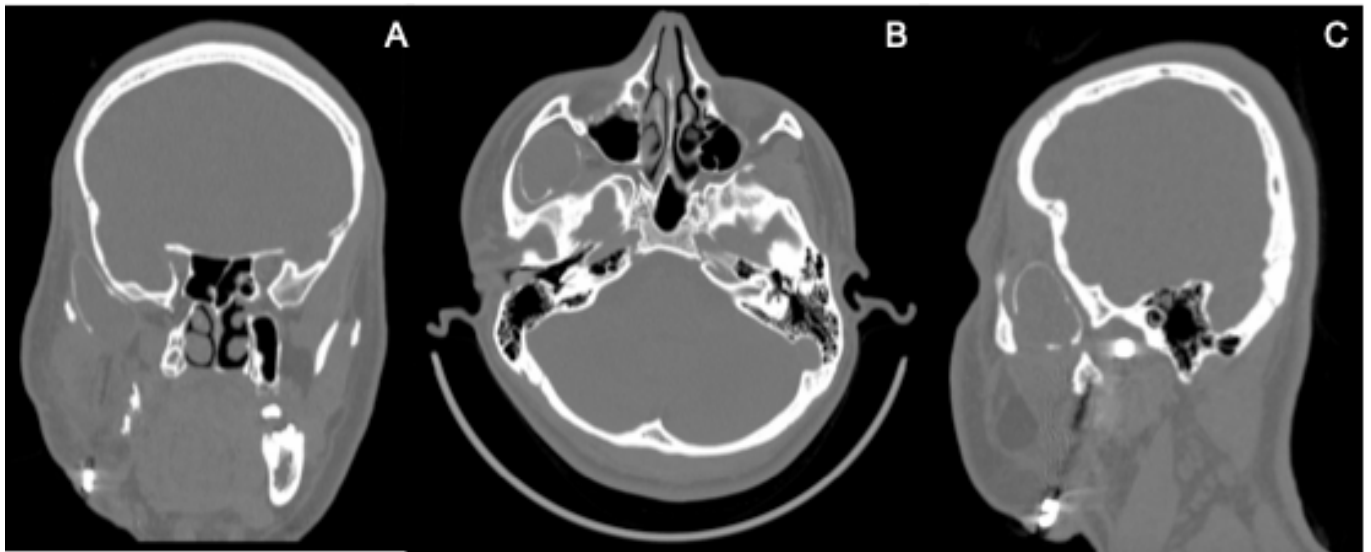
Tomografía computarizada. A. Corte coronal; B. Corte axial; C. Corte coronal
